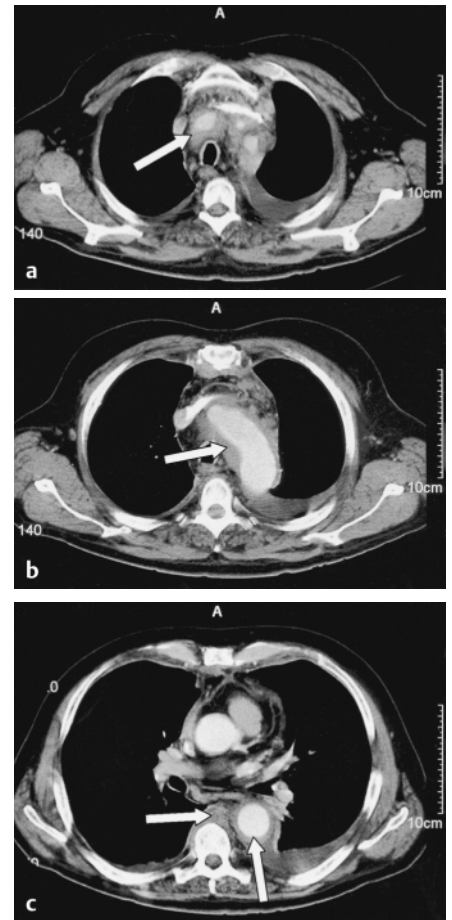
(a – c) Die CT-Untersuchung des Thorax zeigt eine Um-mauerung der V. brachiocephalica sinistra, der supraaortalen Gefäße sowie der Höhe des Aortenbogens kommen im mediastinalen Fettgewebe zusätzlich multiple kleine Lymphknoten zur Darstellung. Zusätzlich zeigt sich eine prä-/paravertebrale Weichteilvermehrung, welche Lymphomgewebe entspricht. Entlang der Aorta thoracica descendens stellt sich das Non-Hodgkin-Lymphom dann lediglich als manschettensförmiges periaortales Weichteilplus dar, welches nicht klar von der Gefäßwand abgegrenzt werden kann. Hier ist eine differenzialdiagnostische Abgrenzung gegenüber einer Aortitis erforderlich. Zusätzlich besteht ein Pleuraerguss links.
